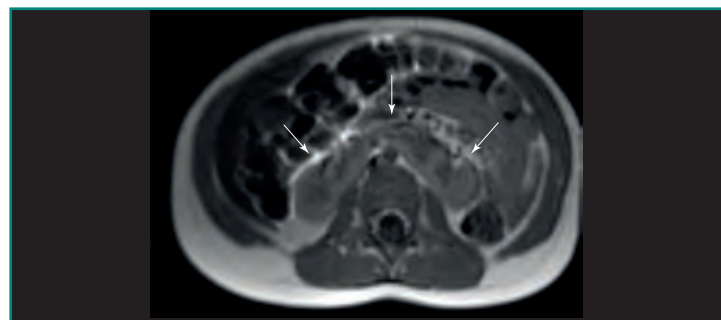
Riñón en herradura. Niño de dos años de edad con anemia de Blackfan-Diamond y estudio de RM sin contraste para la cuantificación de concentración de hierro (de ahí la baja resolución de la imagen). Imagen axial potenciada en T1 que muestra el hallazgo incidental de riñón en herradura (*flechas*).
